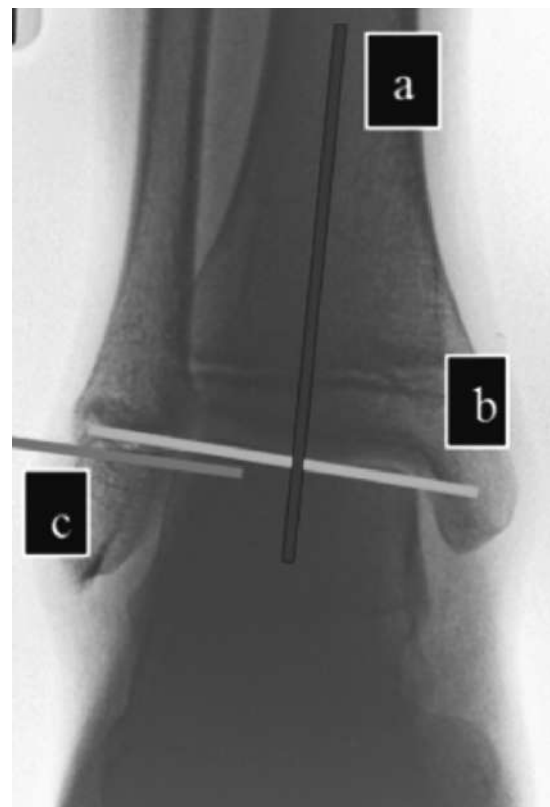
Нормальна рентгенанатомія гомілковостопного суглоба в передньо-задній проекції: а) вісь великогомілкової кістки; б) вершина (купол) таранної кістки; в) рівень зони росту малогомілкової кістки
